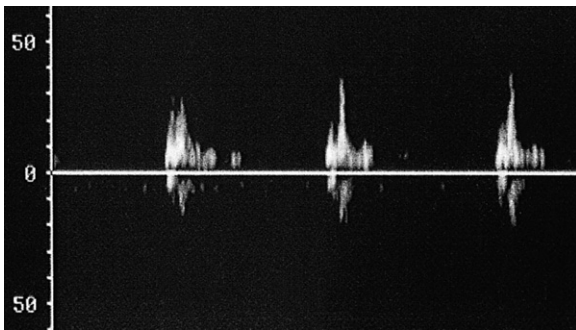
Aus dem nicht erkrankten Abgang der ACI proximal eines ACM-Verschlusses abgeleitetes Dopplerspektrum mit hohem Widerstand.
